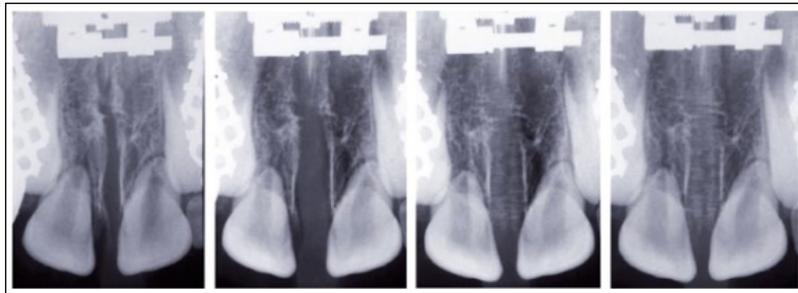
Evolution de l'image radiographique de la suture médio-palatine au cours d'une disjonction thérapeutique
